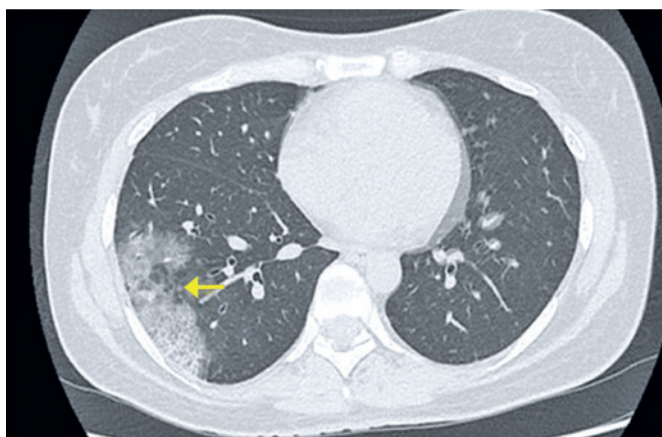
Paciente de 44 anos com COVID-19 apresentando cefaleia, odinofagia, tosse secretiva, dispneia e mialgia há 6 dias. Tomografia computadorizada mostrando opacidade em vidro fosco periférica no lobo inferior direito, associada a reticulações e espessamento dos septos interlobulares (padrão de pavimentação em mosaico)
